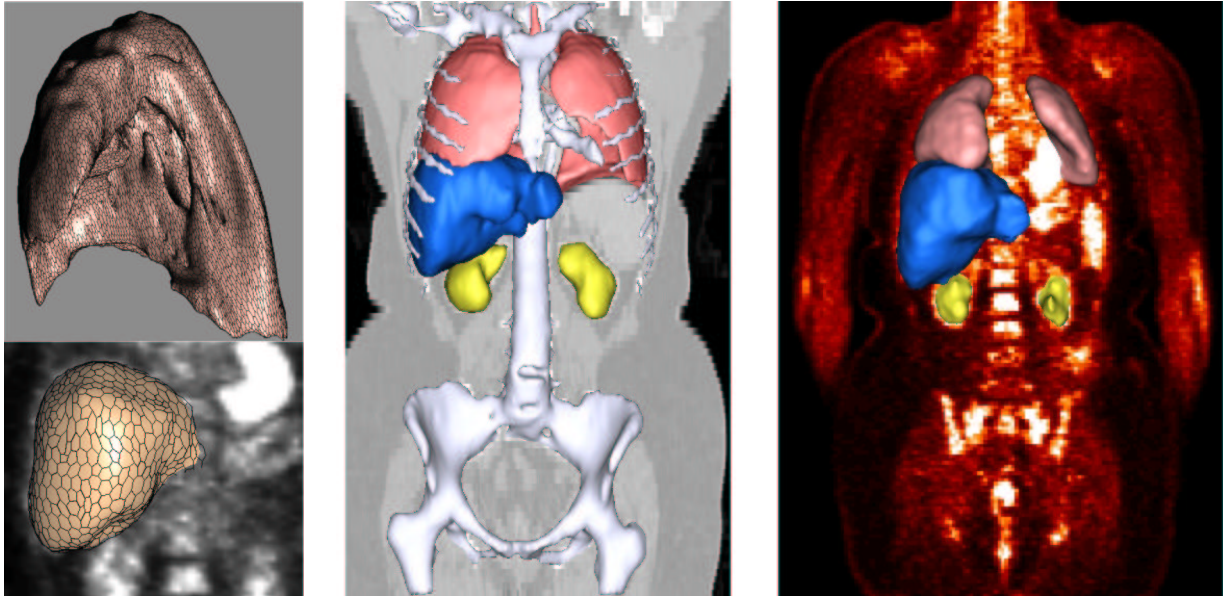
A gauche : exemples de maillages simples (en haut : poumon ; en bas : foie). Au centre : rendu 3D de structures segmentées dans l’image TDM superposé sur une coupe. A droite : rendu 3D de structures segmentées dans l’image TEP superposé sur une coupe.
